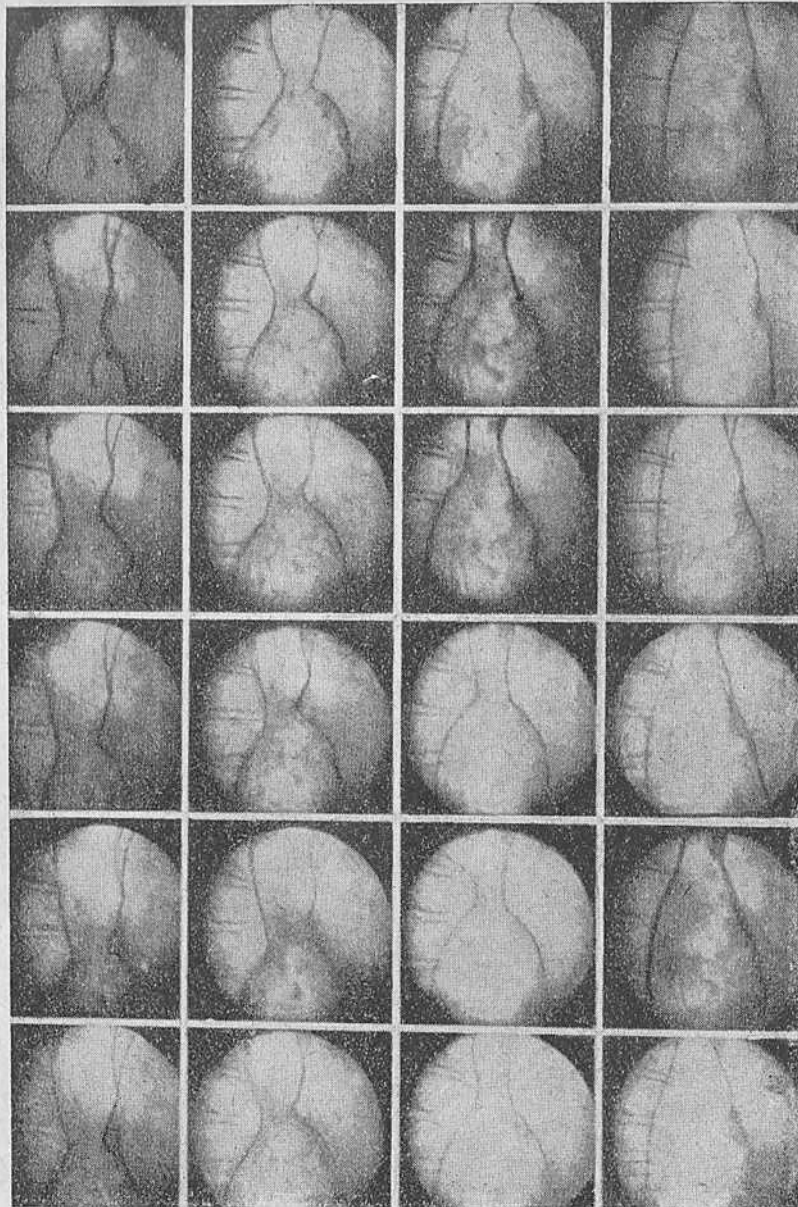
Ахалазия кардии II типа. Рентгенокинематограмма. Сегментарное сокращение, сдавливая просвет пищевода, образует как бы песочные часы. Монтаж через 16 кадров.
